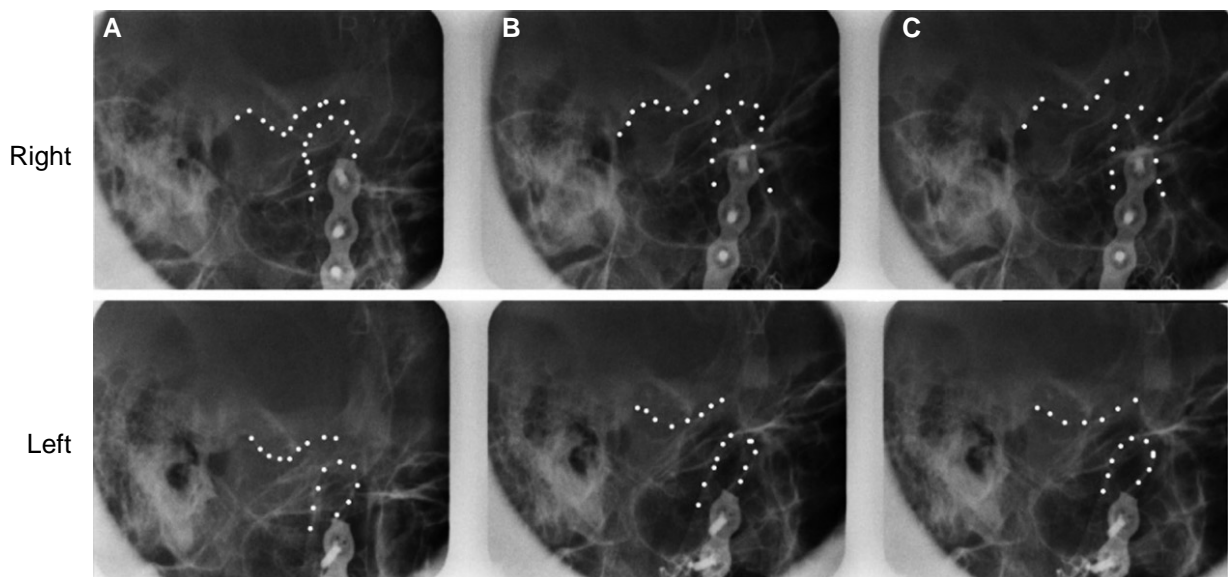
Transcranial radiograph. Right and left TMJ at closing (A), 1 inch opening (B) and maximum opening (C).
